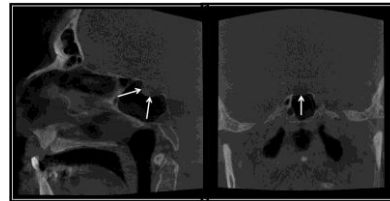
Sagittal and coronal CBCT images are showing partial prolapsus in the anterior border of the sella (arrows).
